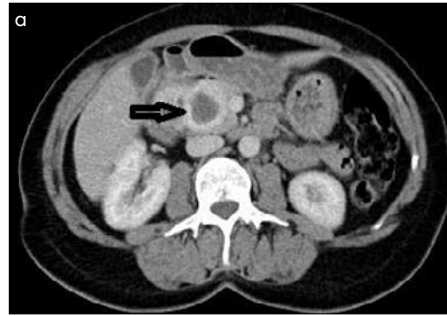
a-c. Oral ve intravenöz kontrastlı (a) aksiyel BT incelemesinde; ince barsak kaynaklı, extralümenal uzanım gösteren, homojen kontrastlanan gastrointestinal stromal tümör izlenmektedir (ok). (b) Tümör komşuluğunda histopatolojik olarak metastatik olduğu gösterilen bölgesel lenfadenopati (ok). (c) Peritoneal metastaz (ok) ve eşlikli asit (dolu ok) mevcuttur.
